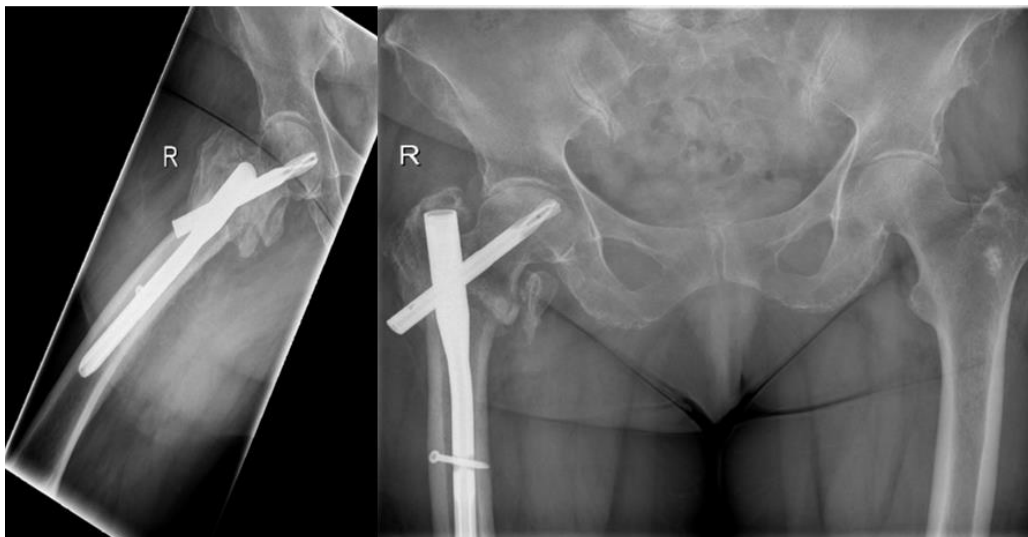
Röntgenkontrollaufnahmen in antero-posteriorer und axialer Ansicht vier Monate nach Versorgung mit Proximalem Femurnagel
